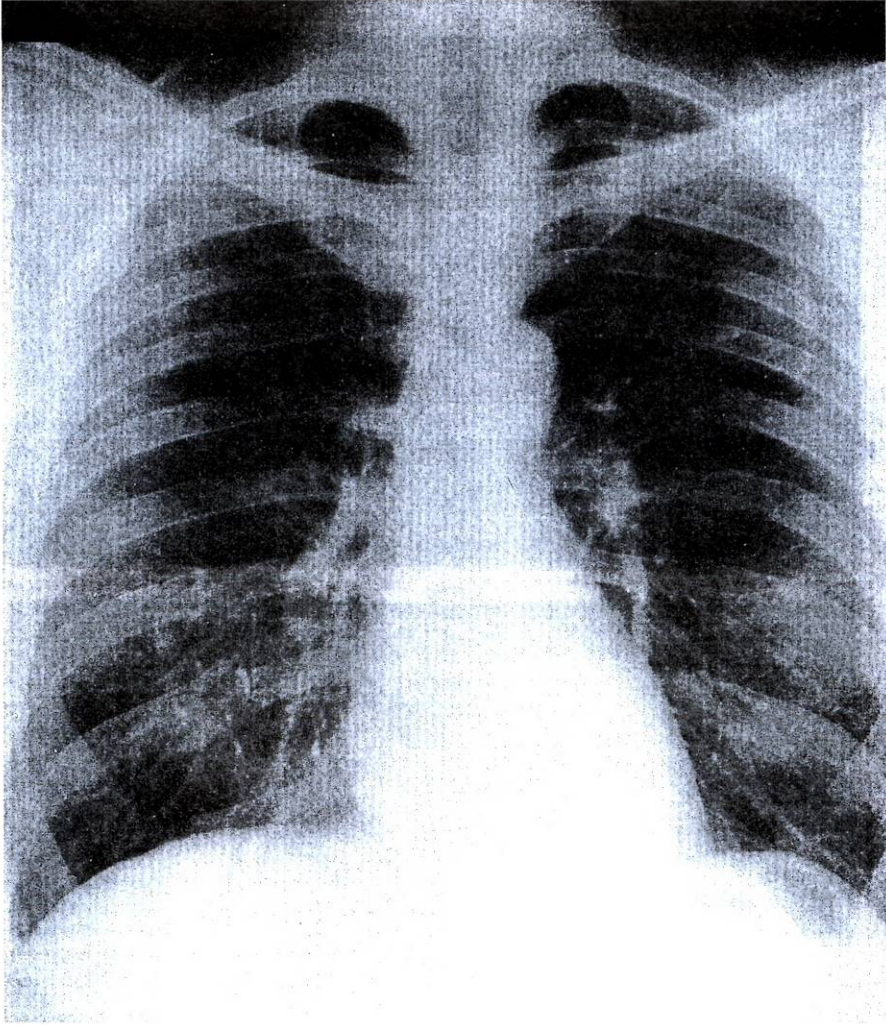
Posteroanterior radiograph of the chest of a normal adult man.
